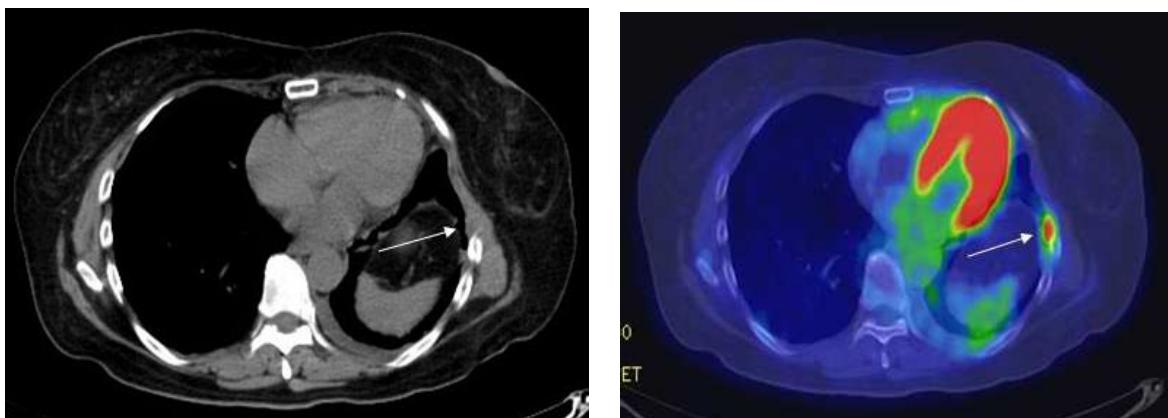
Esquerda: Imagem de CT; Direita: Imagem de PET; A seta aponta a extensão da doença que não seria verificada somente pela imagem de CT (Fonte: Kutcher et al., 2000).
